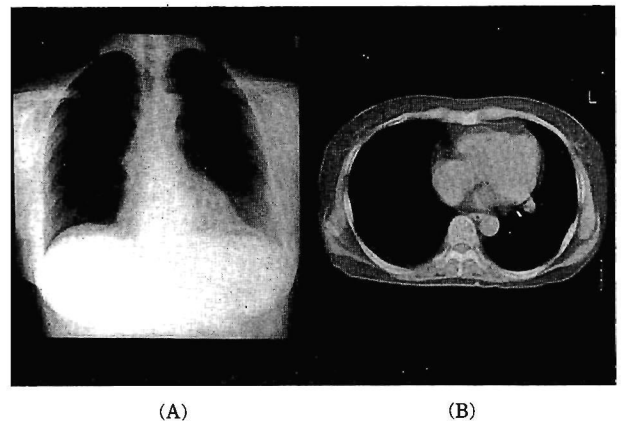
Plain chest x-p and CT scan. Plain chest x-p with no detectable abnormal shadow (A). Chest CT with clearly visible abnormality near the heart (B).
